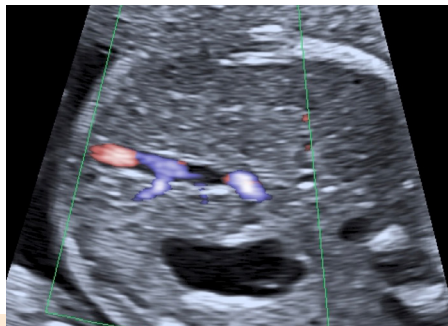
Corte axial a nivel del estómago inferior donde se visualiza la entrada de la vena umbilical. La aplicación del Doppler color sirve para diferenciar la vena umbilical de la vesícula biliar.
